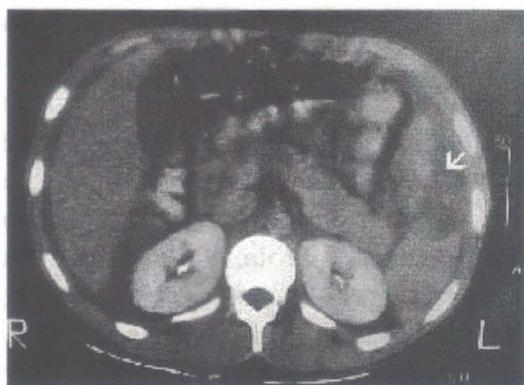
TC mostrando hematoma esplênico (seta) no dia da admissão
